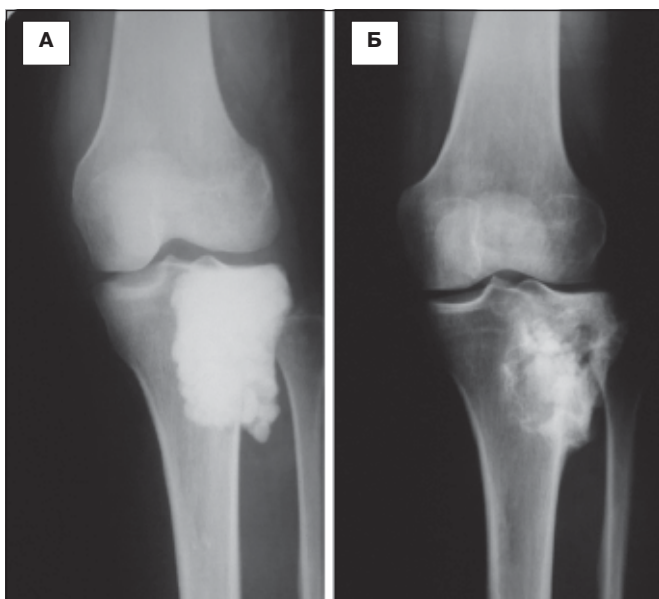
А – рентгенограма хворої К., ГПП проксимального відділу великогомілкової кістки, стан після кістково-пластичної операції з застосуванням БКС, Б – рентгенограма хворої К., ГПП проксимального відділу великогомілкової кістки, стан після кістково-пластичної операції з застосуванням БКС (18 місяців після операції, рентгенологічно спостерігається перебудова імплантаційного матеріалу).
